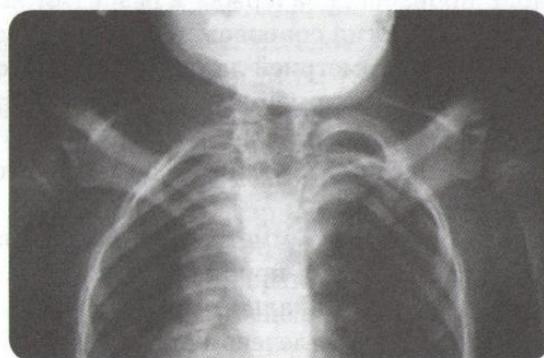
Рентгенограмма пациента с болезнью Шпренгеля
